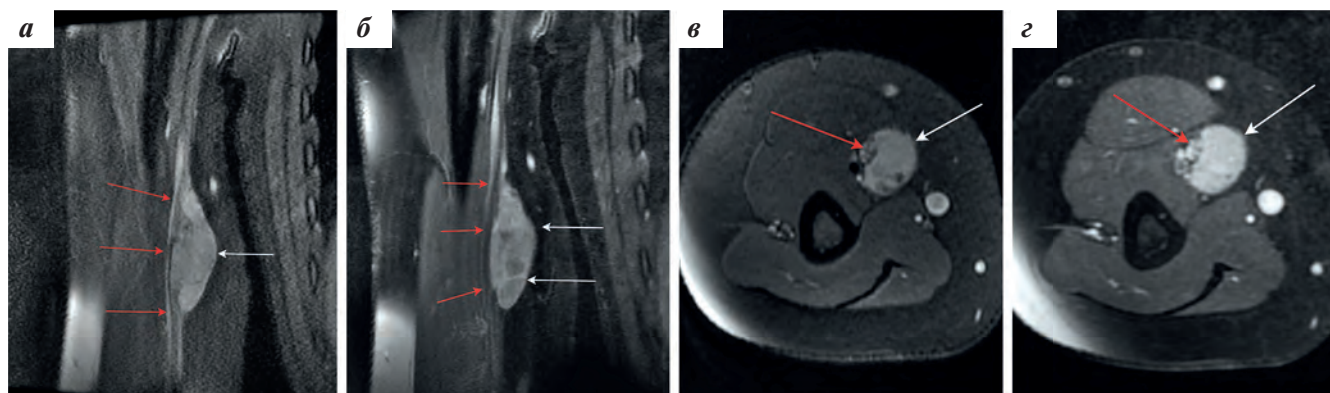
МРТ мягких тканей правого плеча: PD-взвешенное изображение (ВИ) с подавлением сигнала от жировой ткани, коронарная (а) и аксиальная (в) проекции; T1-ВИ с внутривенным контрастированием и подавлением сигнала от жировой ткани, коронарная (б) и аксиальная (г) проекции. В медиальных отделах правого плеча определяется опухоль веретенообразной формы (белые стрелки), имеющая гиперинтенсивный сигнал. Опухоль исходит из срединного нерва (красные стрелки), нарушает целостность его оболочки и нервных волокон. При контрастировании опухоль неравномерно накапливает контрастный препарат (б, г)
